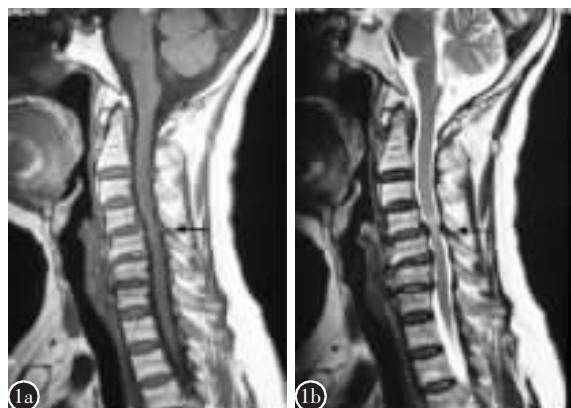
a 术前颈椎 MRI 示 C5/6 椎间盘突出, 相应节段黄韧带肥厚 b C5/6 椎间盘切除术后 4 个月复查 MRI 示 C5/6 黄韧带肥厚明显变薄
